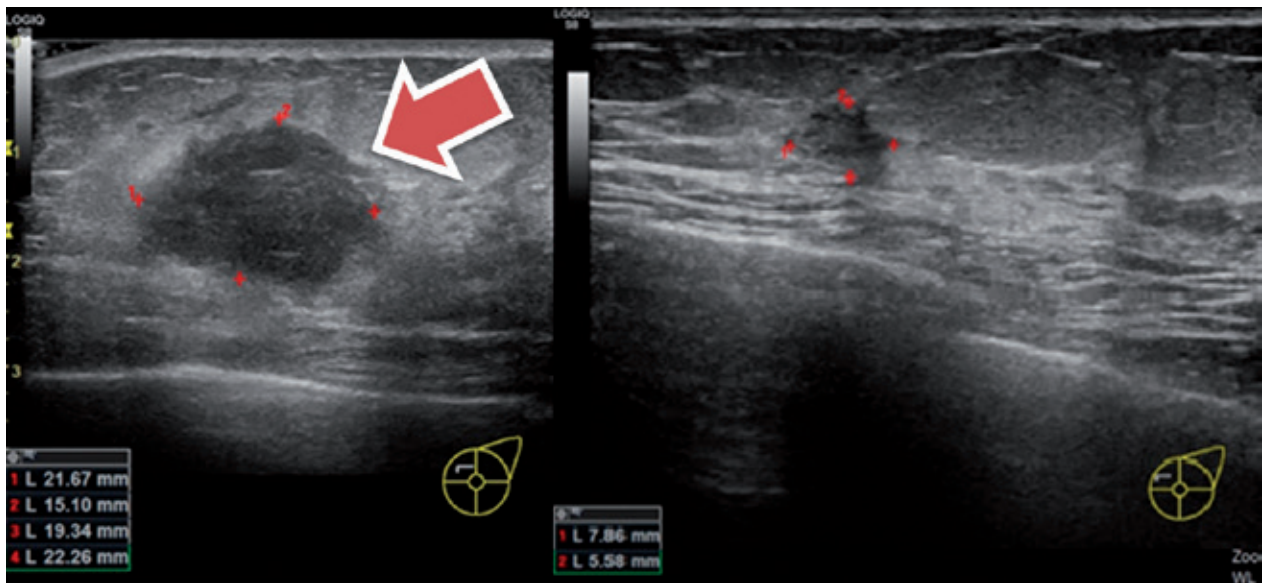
本院乳房外科團隊指出，周女士治療前（左圖）乳癌腫瘤超過兩公分，中間黑色的不規則腫塊為癌細胞；治療後（右圖）追蹤，超音波下只見到一個小小的陰影，後續全乳房切除手術檢體證實，腫瘤細胞已完全消失不見。（攝影／沈小茵）
